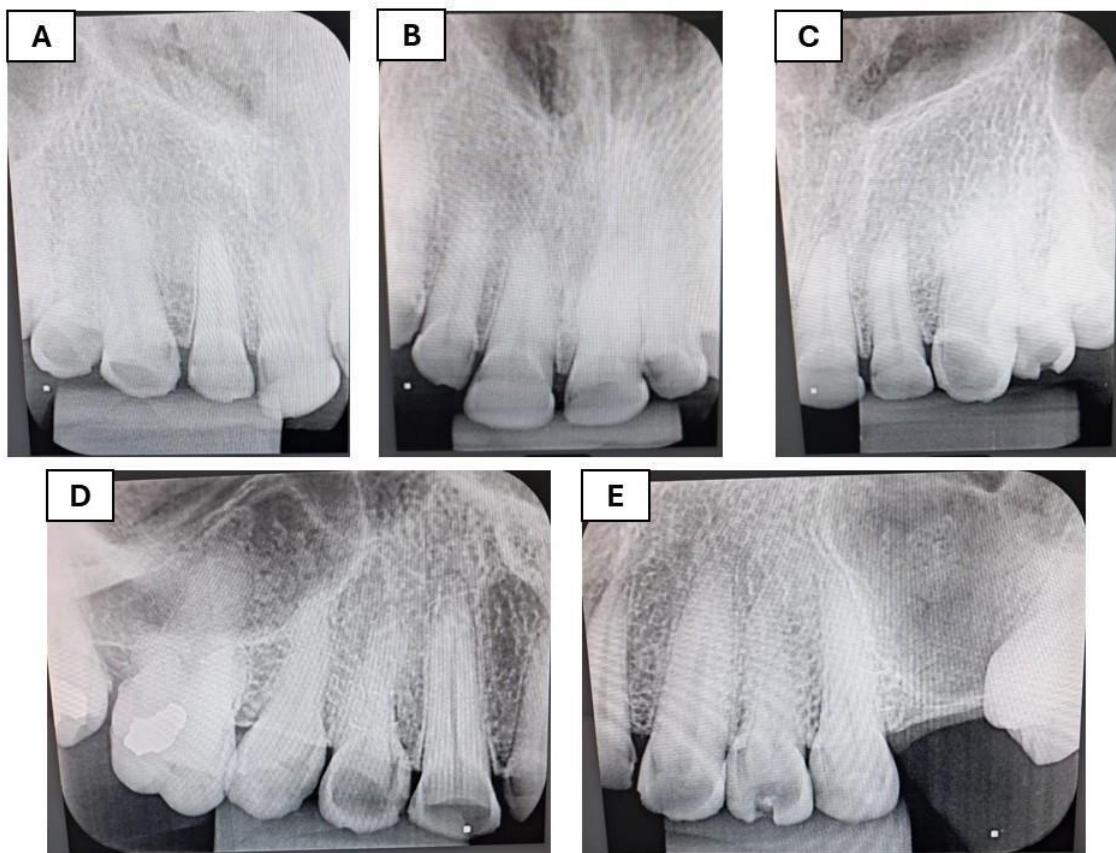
Radiografias periapicais. A, B, C, D e E - Radiografias periapicais dentes superiores
